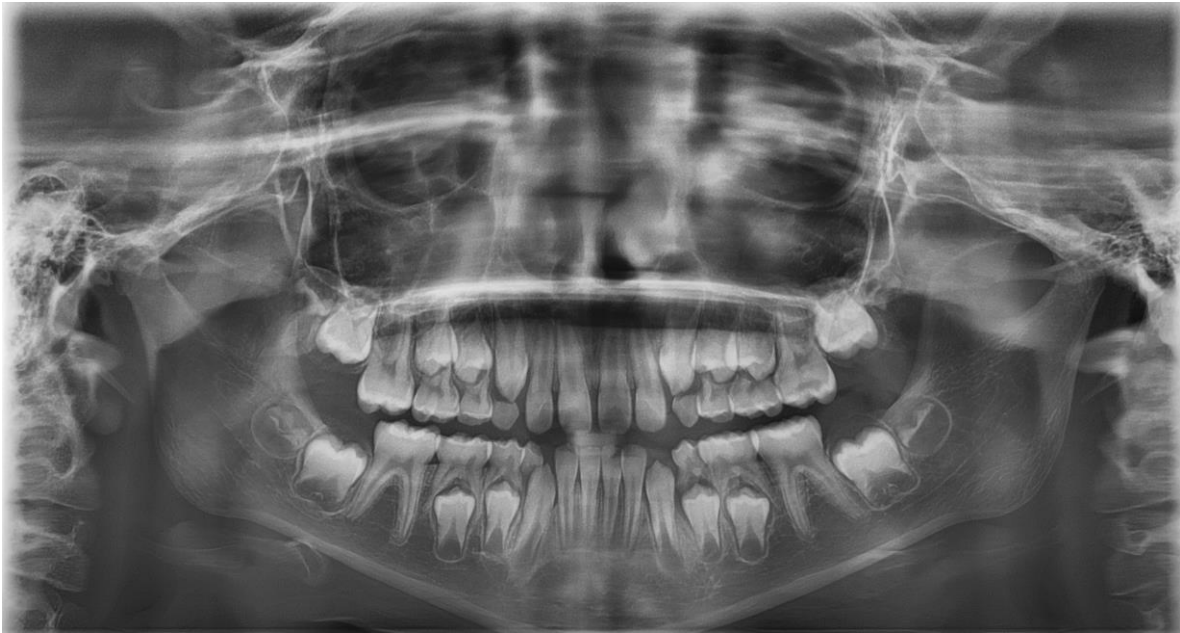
Radiografía de vista panorámica
